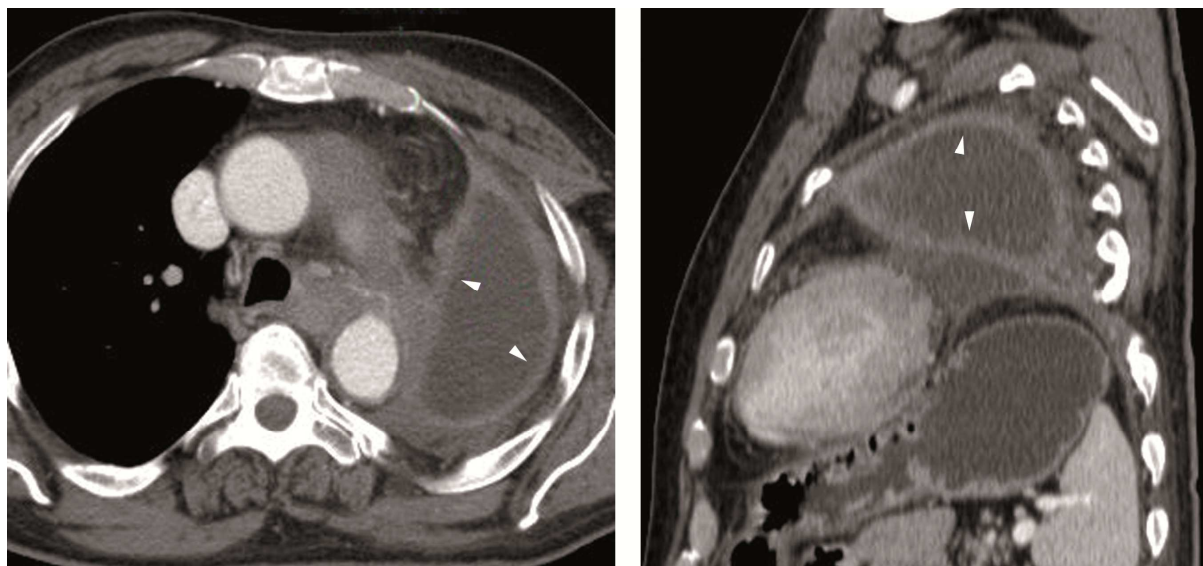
TC axial y coronal. "Split pleural sign" en un empiema (puntas de flecha).
